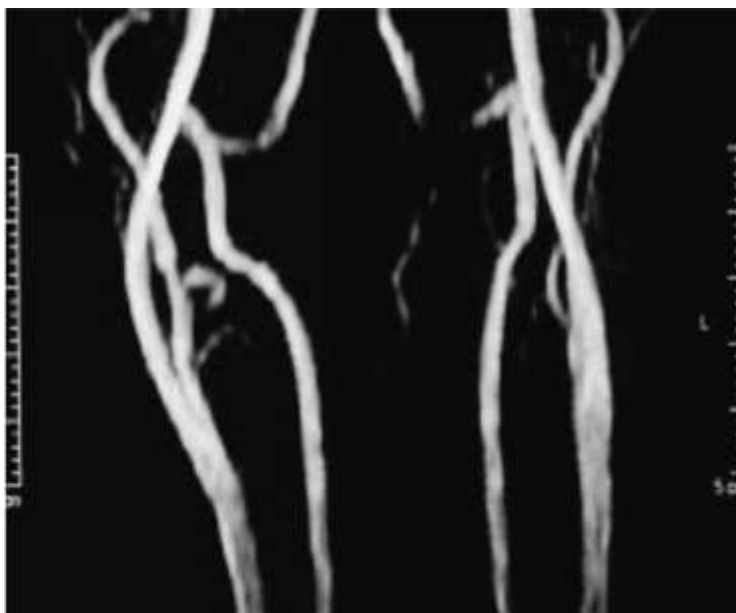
Angio-IRM en vue postérieure objectivant un paragangliome du nerf vague avec déplacement carotidien [11].
